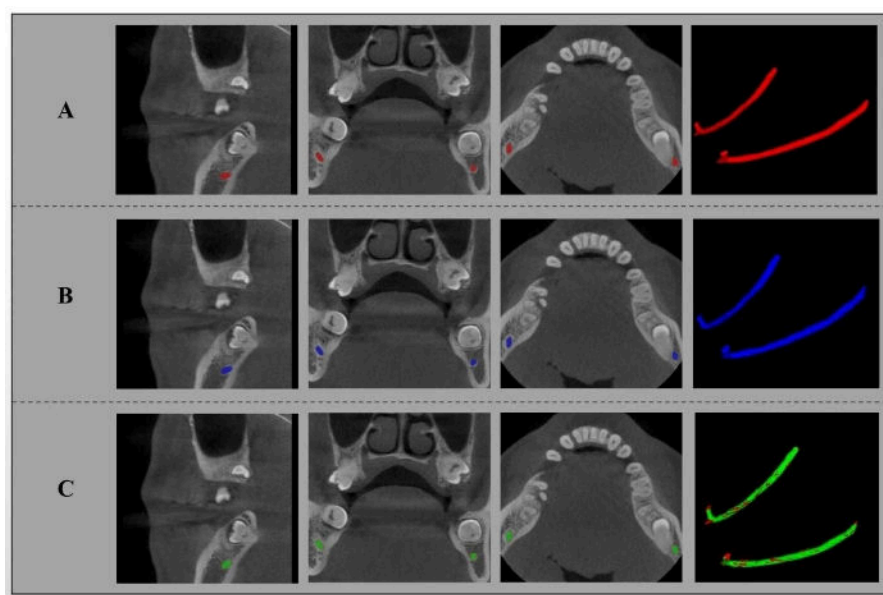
(A) résultat de segmentation avec l'IA (rouge) ; (B) résultat de segmentation manuelle (bleu) ; (C) régions superposées (vertes) et non superposées (rouge) de A et B. Sagittal (première colonne), coronal (deuxième colonne), axial (troisième colonne), modèles 3D du canal mandibulaire (quatrième colonne) - Lin, X., Xin, W., Huang, J. et al. *Accurate mandibular canal segmentation of dental CBCT using a two-stage 3D-UNet based segmentation framework. BMC Oral Health* 23, 551 (2023)
